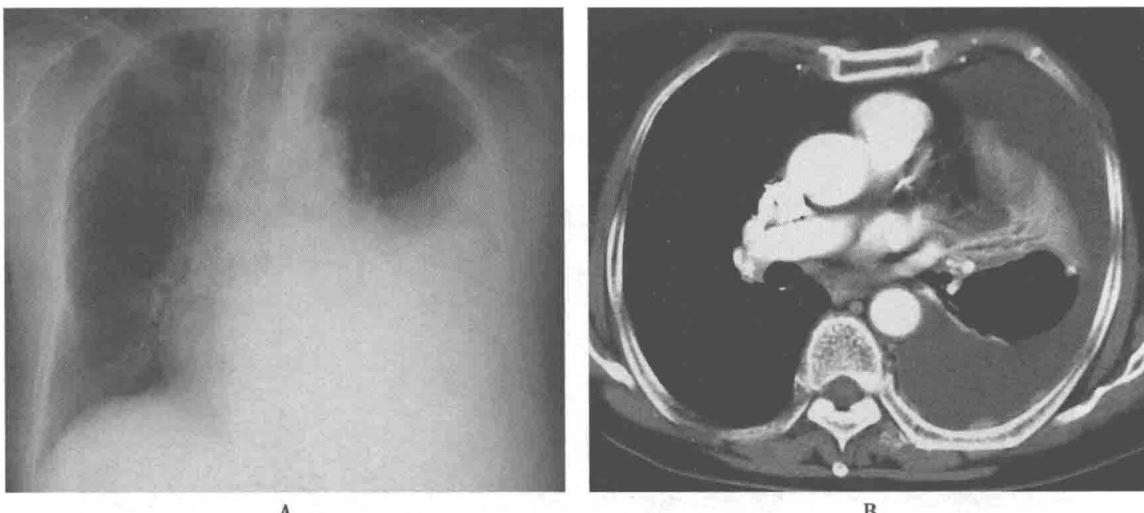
胸部正位像(A)显示左侧中下肺野密度均匀增高,上缘呈弧形,外高内低,左侧肋膈角消失,心影及气管略向右移位,右上肺少许条索影,余肺野清晰,右侧肋膈角锐利;增强 CT 纵隔窗(B)显示左上叶萎陷,左下叶部分含气,左侧胸腔积液,左侧后胸膜面可见多发增强结节影
